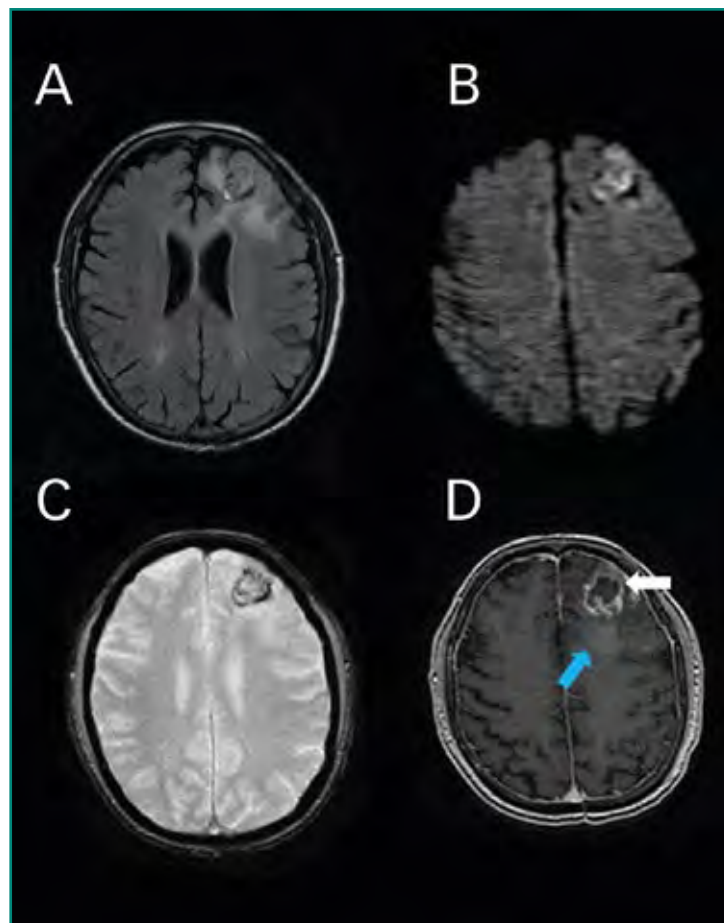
Glioblastoma (grado IV OMS). Imágenes de RM. A: secuencia FLAIR. Proceso expansivo frontal izquierdo, con edema perilesional; B: secuencia de difusión. Hiperseñal intralesional; C: secuencia eco de gradiente. Depósitos periféricos de restos de hemosiderina, compatibles con sangrado intralesional asociado; D: secuencia axial T1 posadministración de contraste i.v. Realce en anillo irregular. Foco de realce adyacente a la lesión principal (*flecha blanca*). Tenue realce difuso en el territorio del edema (*flecha azul*).
